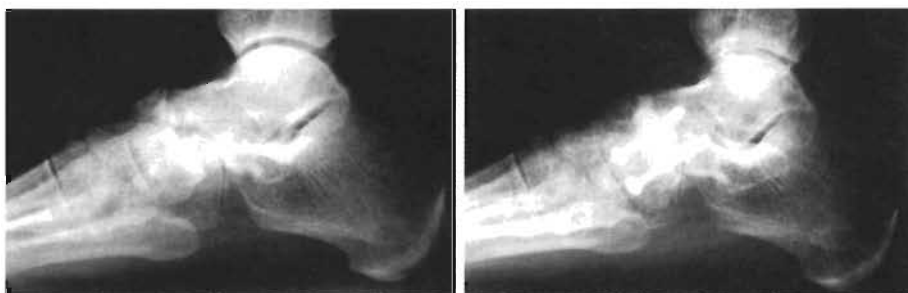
A. Radiografía lateral que muestra una subluxación dorsal de un fragmento del escafoides. También puede observarse una pseudoartrosis del cuerpo del escafoides y un estrechamiento de la articulación astrágaloescafoidea. B. Radiografía lateral en la que se observa una adecuada alineación entre el astrágalo y el primer metatarsiano (cero grados).
